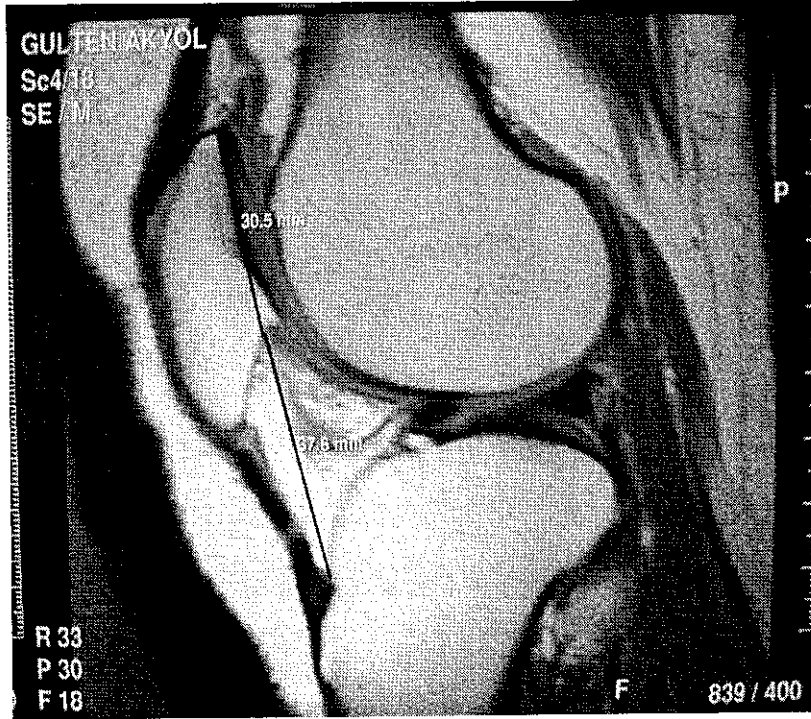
ISI'ya göre PB'lı olgunun sagittal MRG görünümü
